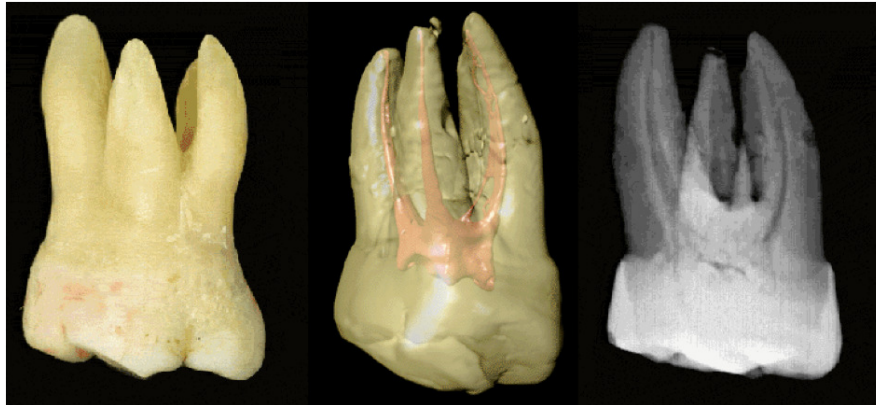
Anatomie eines Oberkiefer-Molaren, dreidimensionale Darstellung der Wurzelkanäle und analoge zweidimensionale Röntgenaufnahme [36].
